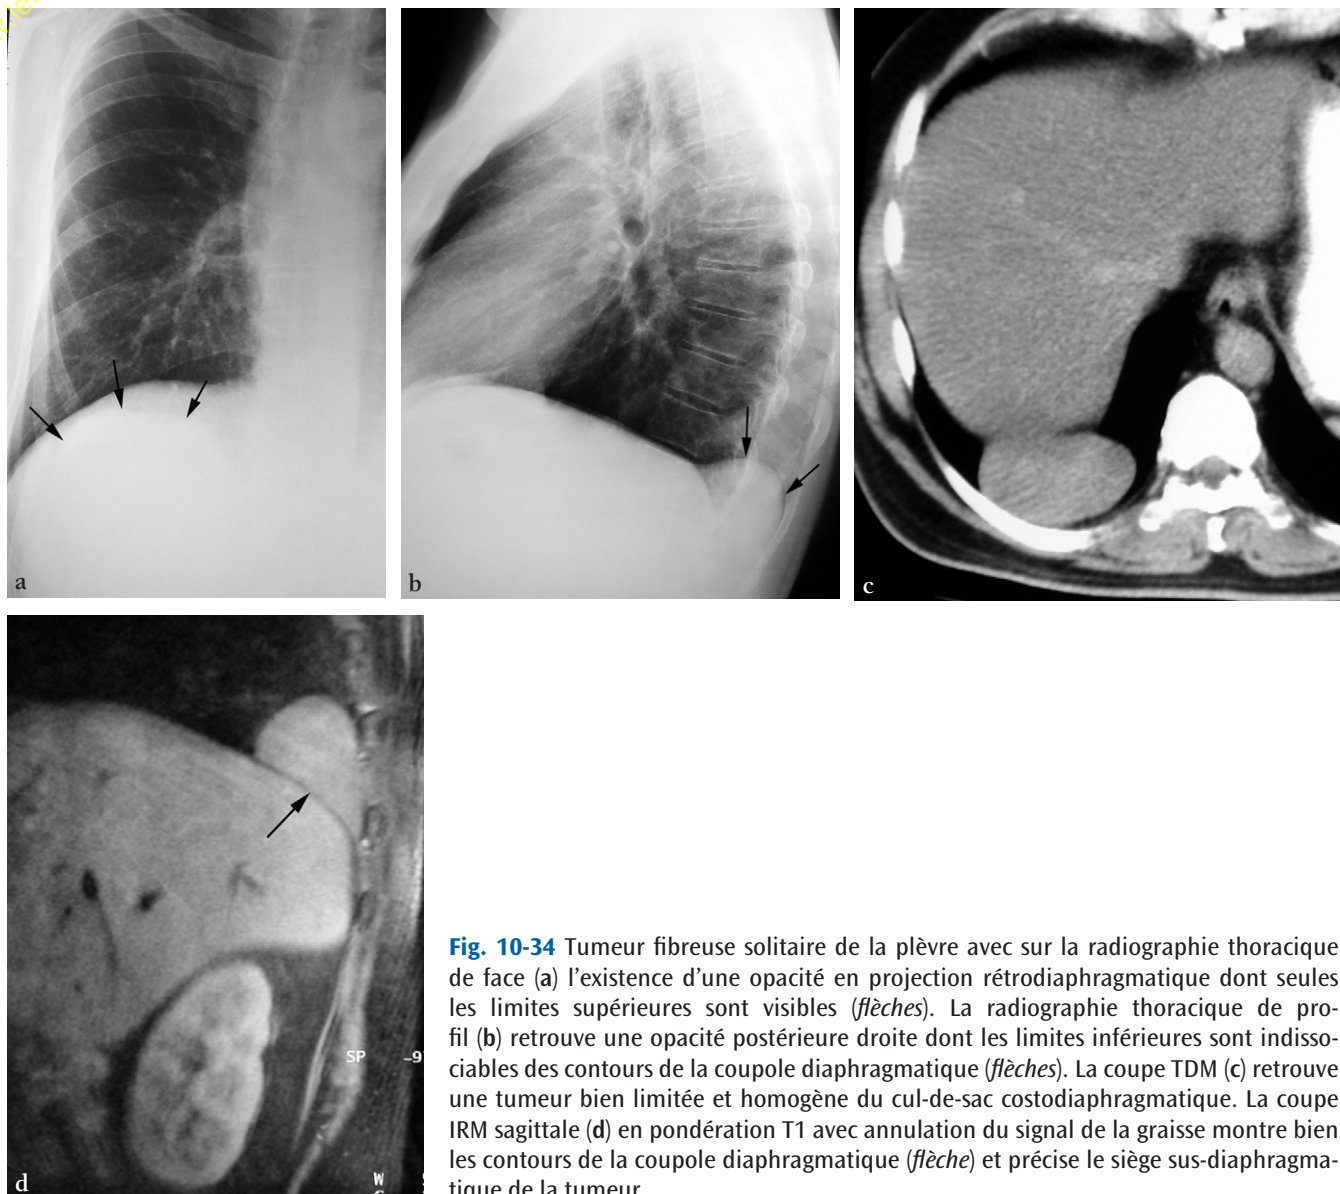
Tumeur fibreuse solitaire de la plèvre avec sur la radiographie thoracique de face (a) l'existence d'une opacité en projection rétrodiaphragmatique dont seules les limites supérieures sont visibles (*flèches*). La radiographie thoracique de profil (b) retrouve une opacité postérieure droite dont les limites inférieures sont indissociables des contours de la coupole diaphragmatique (*flèches*). La coupe TDM (c) retrouve une tumeur bien limitée et homogène du cul-de-sac costodiaphragmatique. La coupe IRM sagittale (d) en pondération T1 avec annulation du signal de la graisse montre bien les contours de la coupole diaphragmatique (*flèche*) et précise le siège sus-diaphragmatique de la tumeur.
